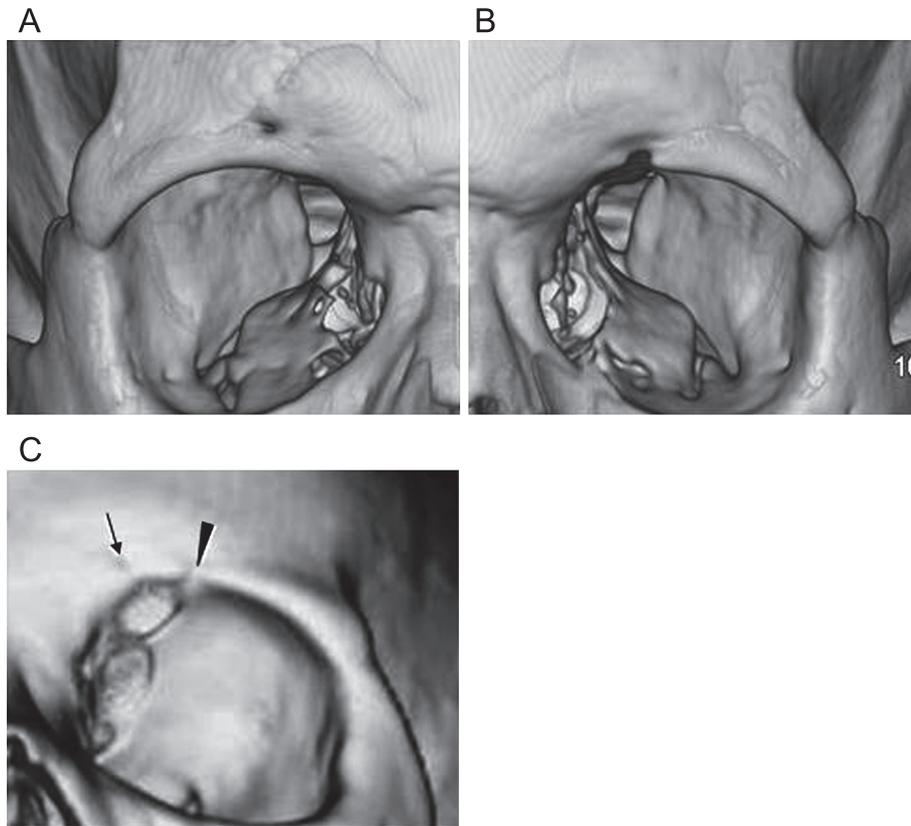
3D computed tomograph clearly depicting supraorbital nerve exits: (A) foramen, (B) notch, (C) medial foramen (arrow) and lateral notch (arrowhead).
